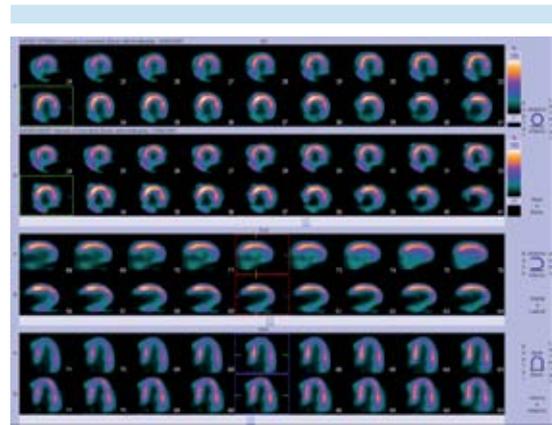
Tomografía por emisión de positrones: protocolo de perfusión con ^{13}N -amonio en reposo y en estrés. El estudio muestra defecto fijo de la perfusión (no reversibilidad) de predominio inferior, indicativo de necrosis en esa región; sugiere territorio de la arteria coronaria derecha.
